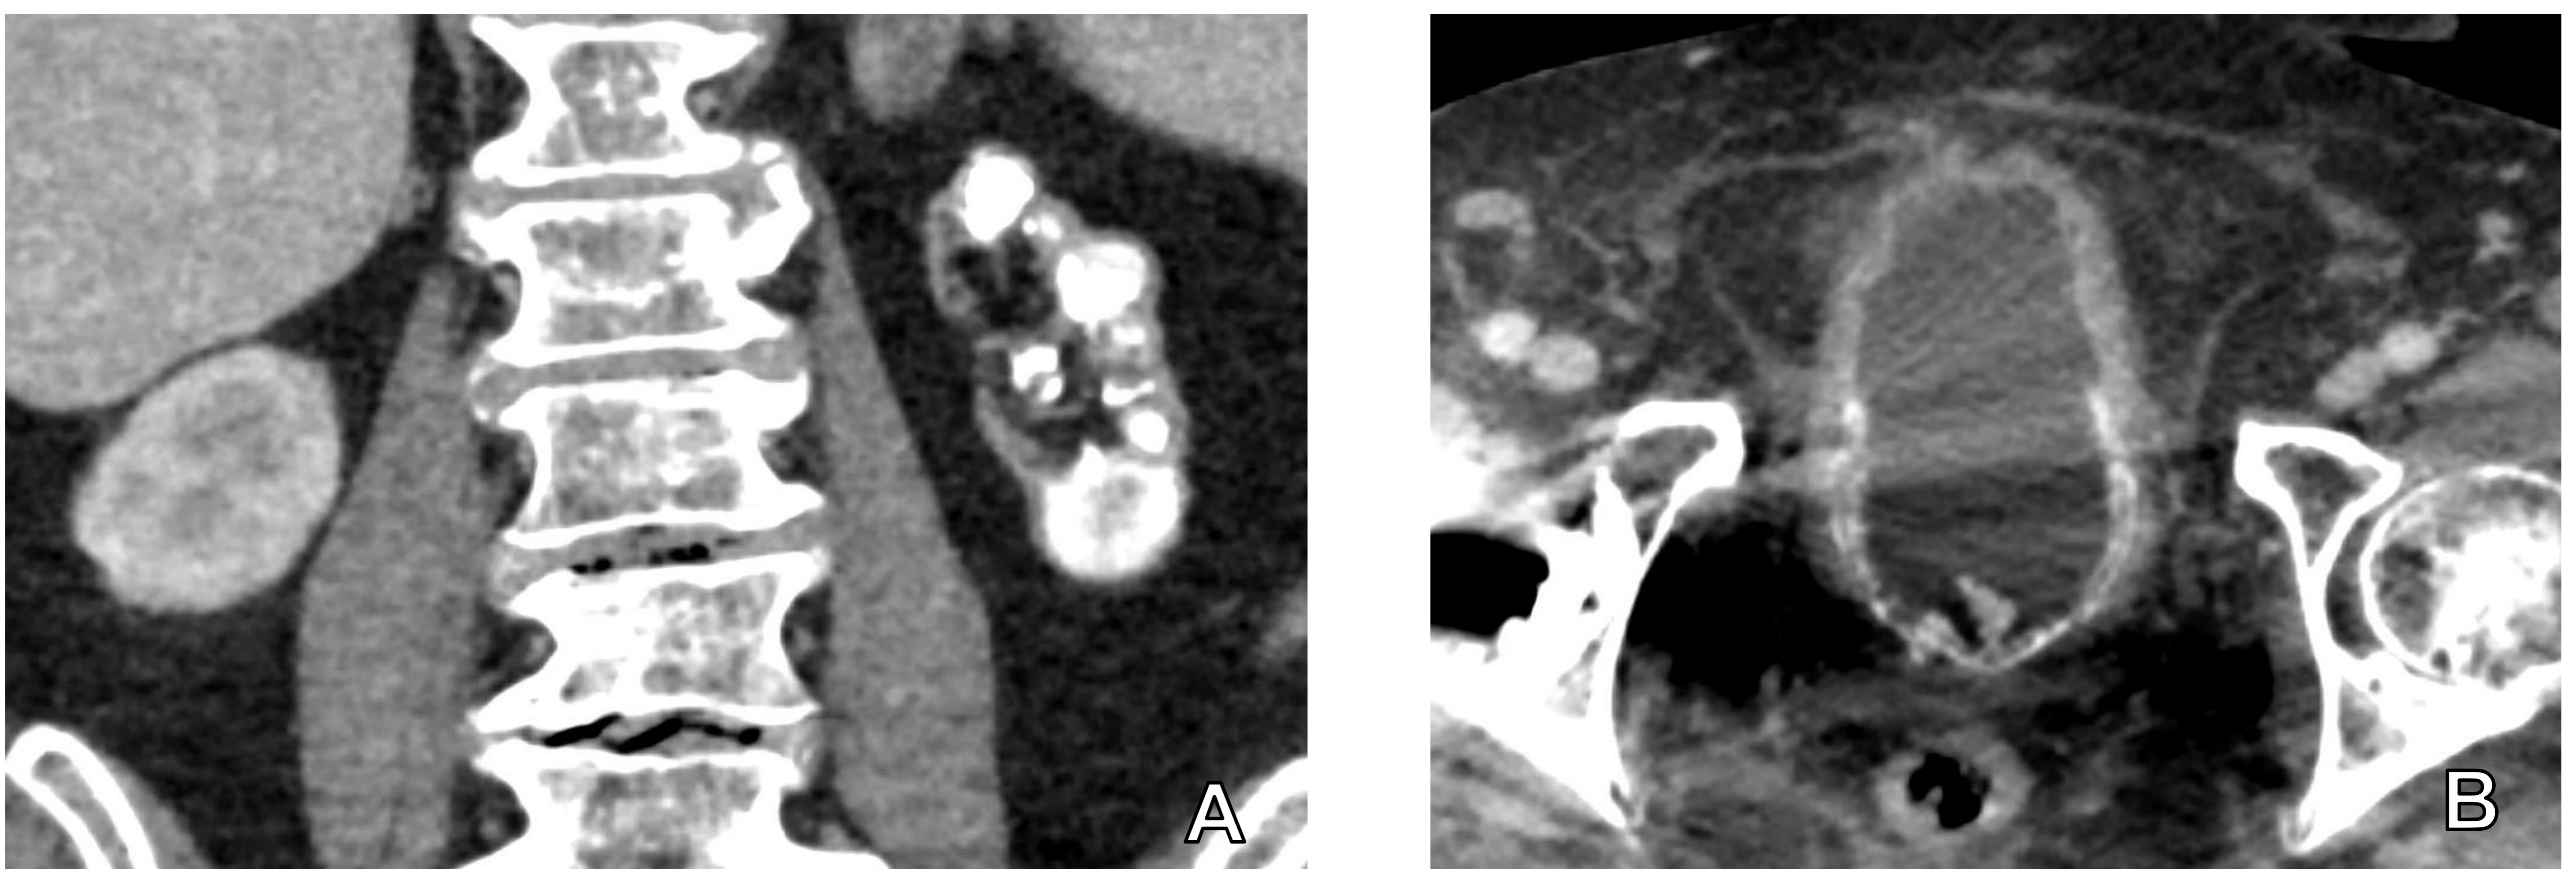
Tuberculosis urinaria. TC de abdomen y pelvis con contraste intravenoso (fase venosa). Riñón izquierdo atrófico con calcificaciones groseras en su parénquima (A). Vejiga con múltiples calcificaciones groseras a nivel de la mucosa (B).
